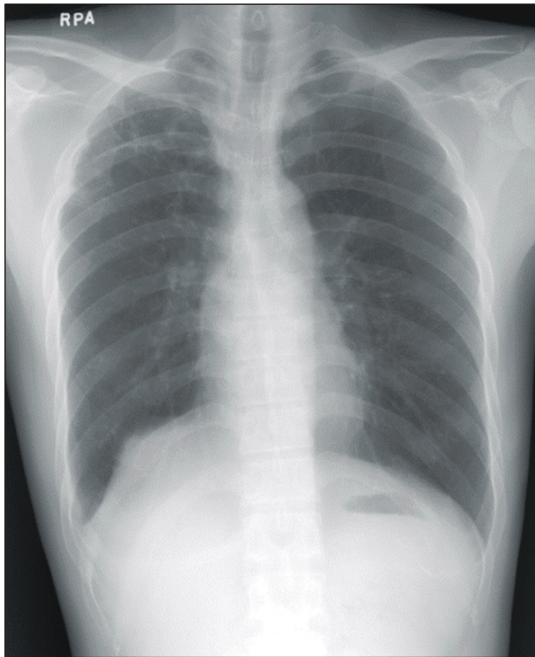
Chest radiograph 3 months after surgery. The position of right diaphragm is normalized.
